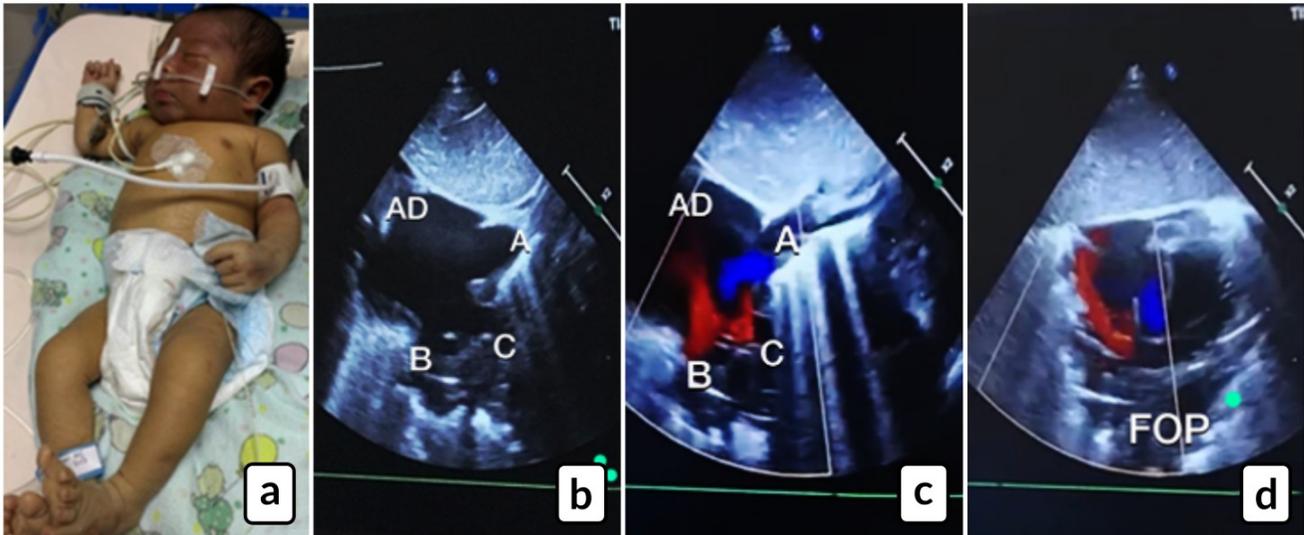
Conexión venosa anómala pulmonar total: a) Cianosis central. b) Ecocardiografía A: vena cava inferior, B: vena cava superior, C: conector colector comun. AD: aurícula derecha. c) Doppler color, flujo sanguíneo en aurícula derecha. A: vena cava inferior, B: vena cava superior, C: conector colector comun. AD. d) Doppler color, flujo sanguíneo en foramen oval permeable (FOP).
